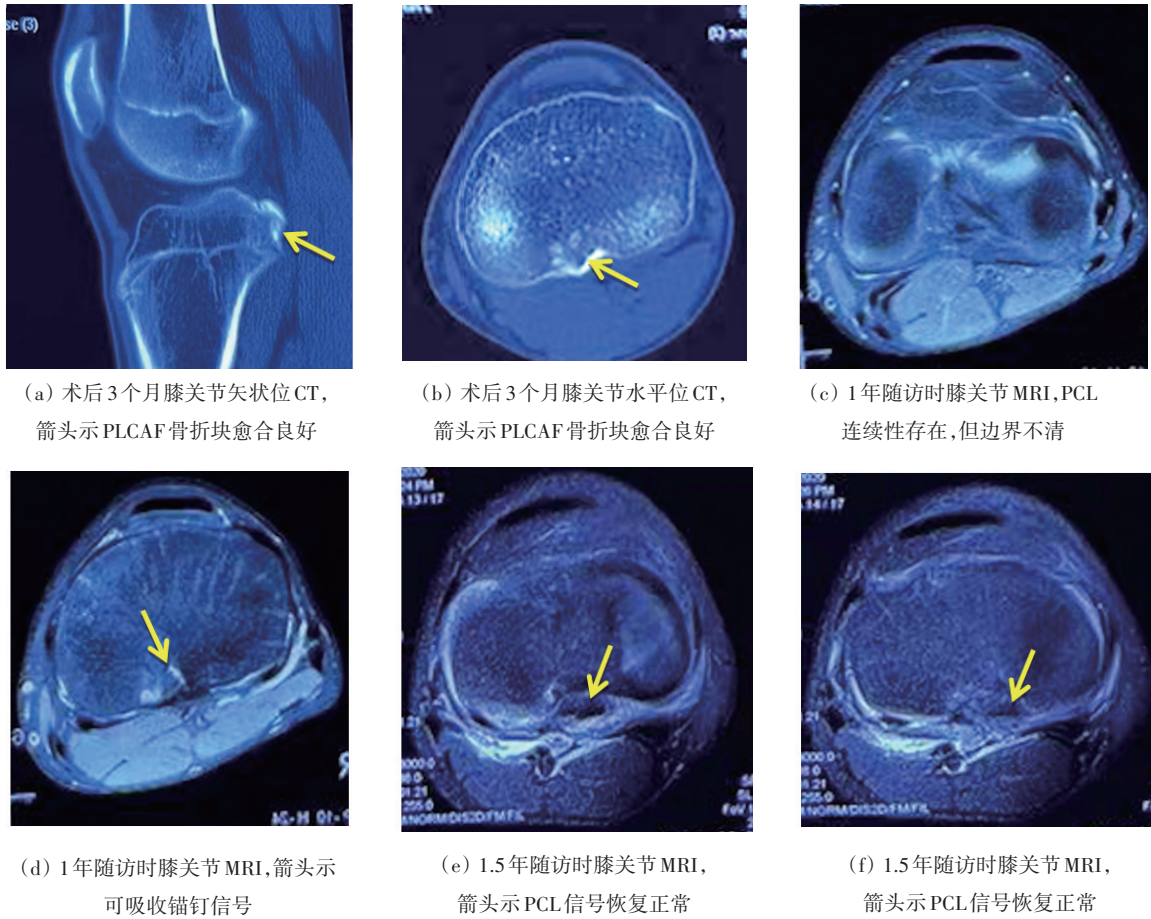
受试者术后的骨质愈合及随访1年、1.5年时MRI
